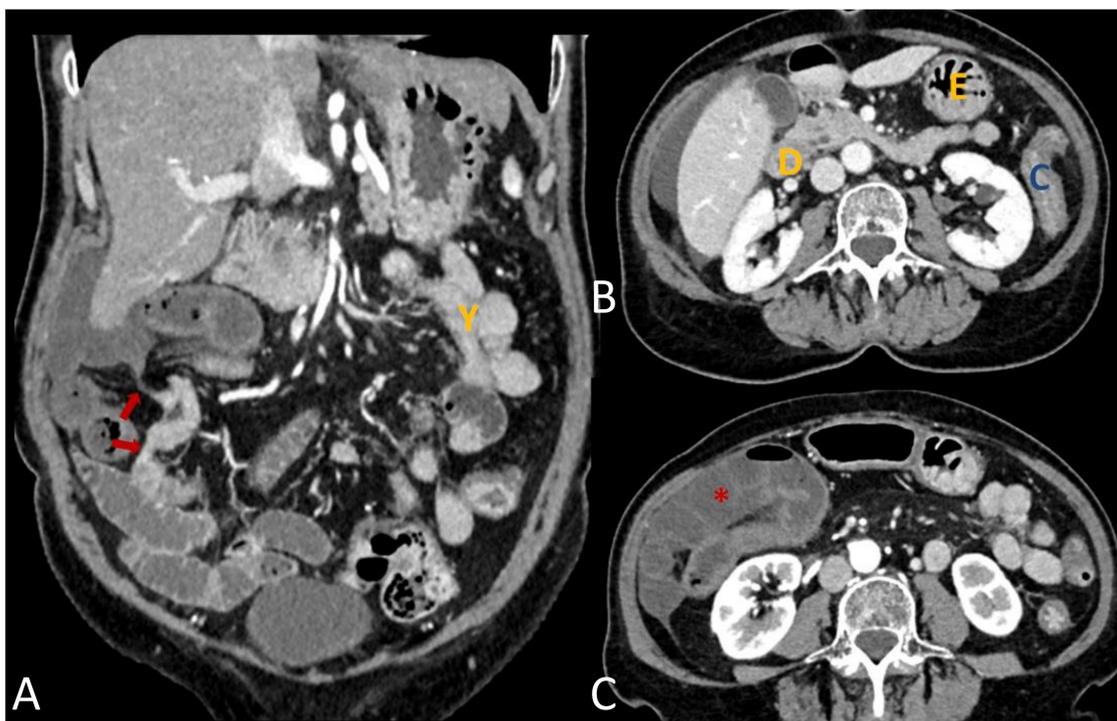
A) TAC coronal, B,C) imágenes axiales: asas dilatadas en hemiabdomen derecho delimitadas por dos cambios de calibre (flechas). Estómago (E), duodeno (D) y yeyuno (Y) de calibre normal. Hiporrealce del asa encarcerada y líquido libre sugestivo de sufrimiento intestinal (asterisco rojo). En las imágenes incluidas se objetivan además signos de colitis izquierda (C).
